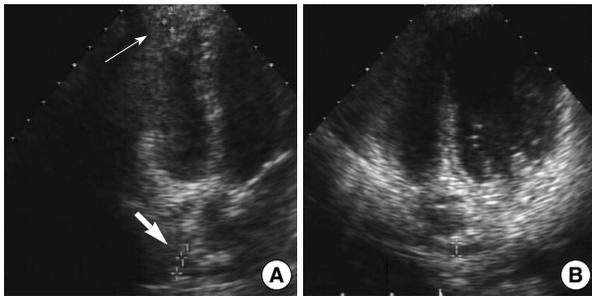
Small amount of pericardial effusion is demonstrated at pericardial space of right atrium (thick arrow) and right ventricle (thin arrow) on echocardiogram (A). On following echocardiogram after treatment of diuretics for 9 days, amount of pericardial effusion in the right atrium is decreased and pericardial effusion in the right ventricle is not demonstrated (B).
